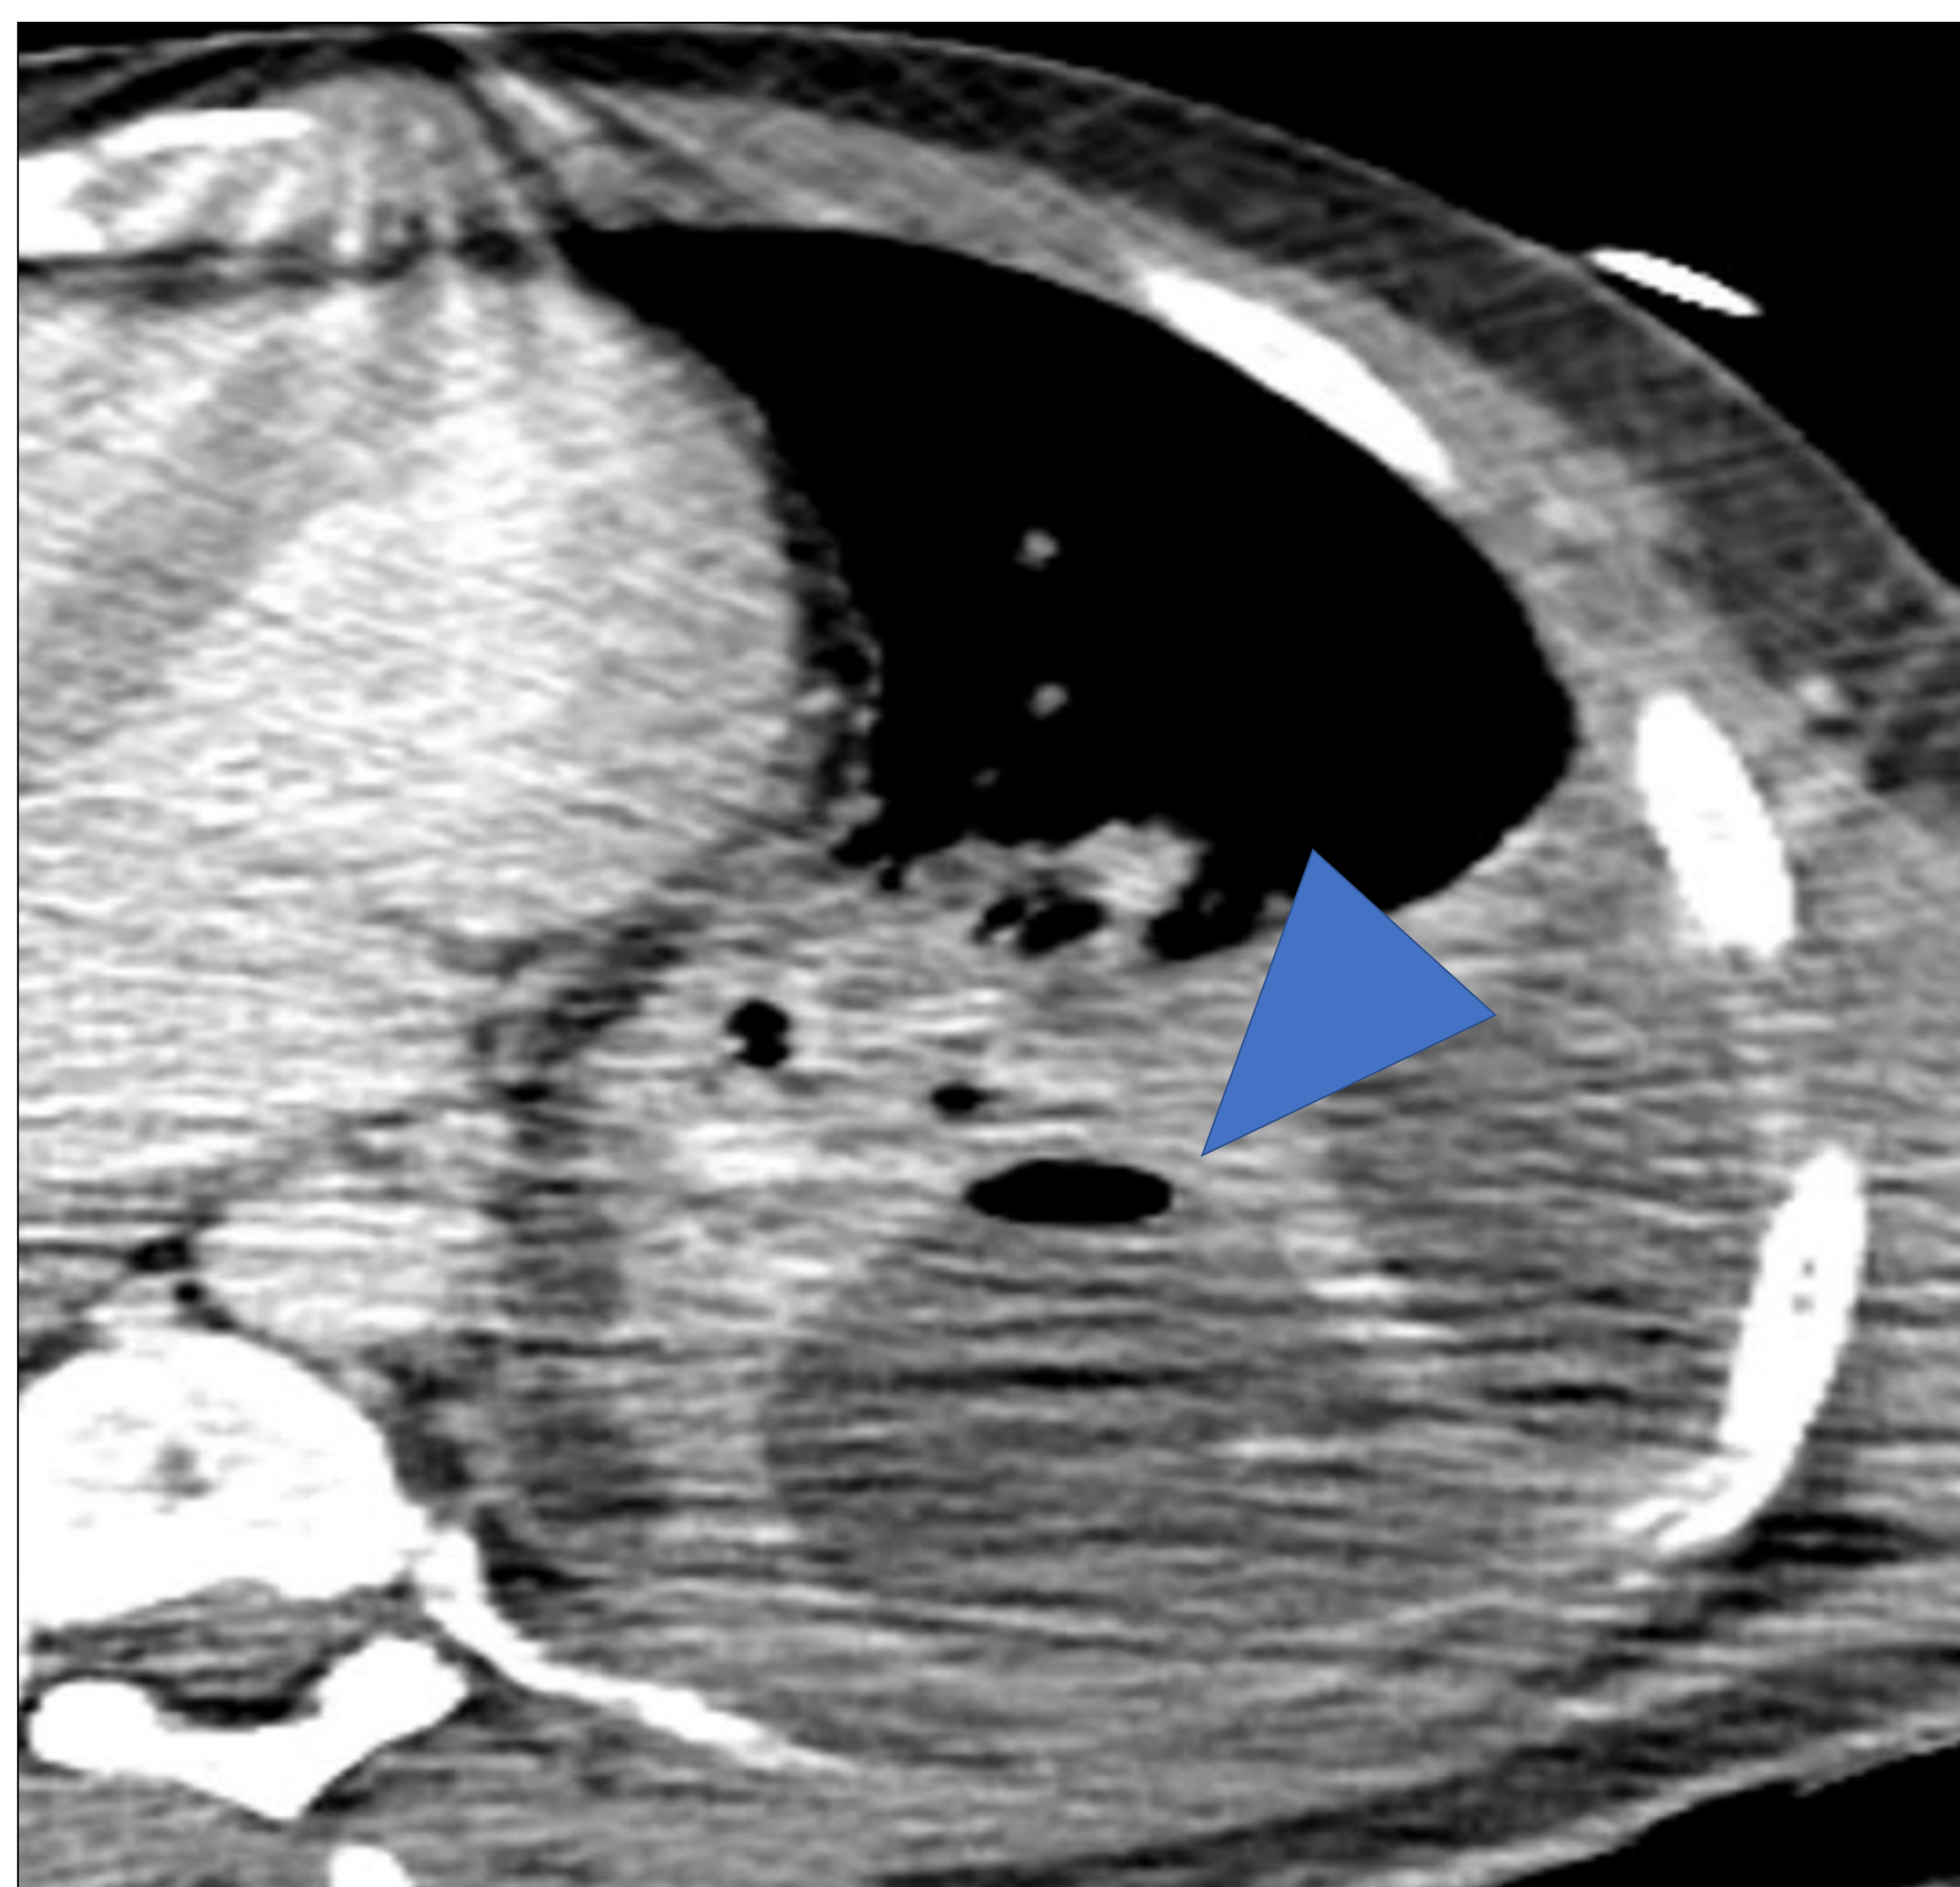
TC torácico de control, realizado con contraste yodado i.v. en fase venosa en ventana de mediastino, dónde se visualiza una laceración en el LII con contenido hidroaéreo en su interior en probable relación con contenido hemorrágico (punta de flecha).
